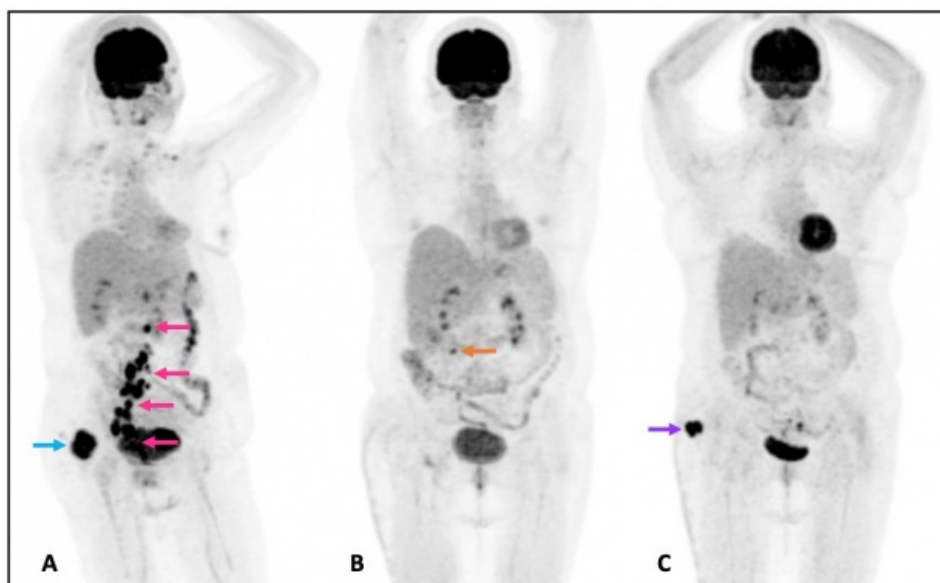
PET/CT con 18F-FDG demostrando la evolución, mediante imágenes MIP. A) PET/CT inicial que muestra tumor primario hipermetabólico en la región glútea derecha (flecha azul), adenopatías retroperitoneales, en cadena iliaca derecha e inguinales ipsilaterales (flechas rosas). B) En el PET/CT post-tratamiento, ya no se visualiza tumor primario, con resolución de las adenopatías observadas en estudio previo; sin embargo existe nueva adenopatía pericecal (flecha naranja). C) El PET/CT post SBRT muestra resolución de la adenopatía pericecal, con recurrencia tumoral en tejido celular subcutáneo de la región glútea derecha (flecha morada).
